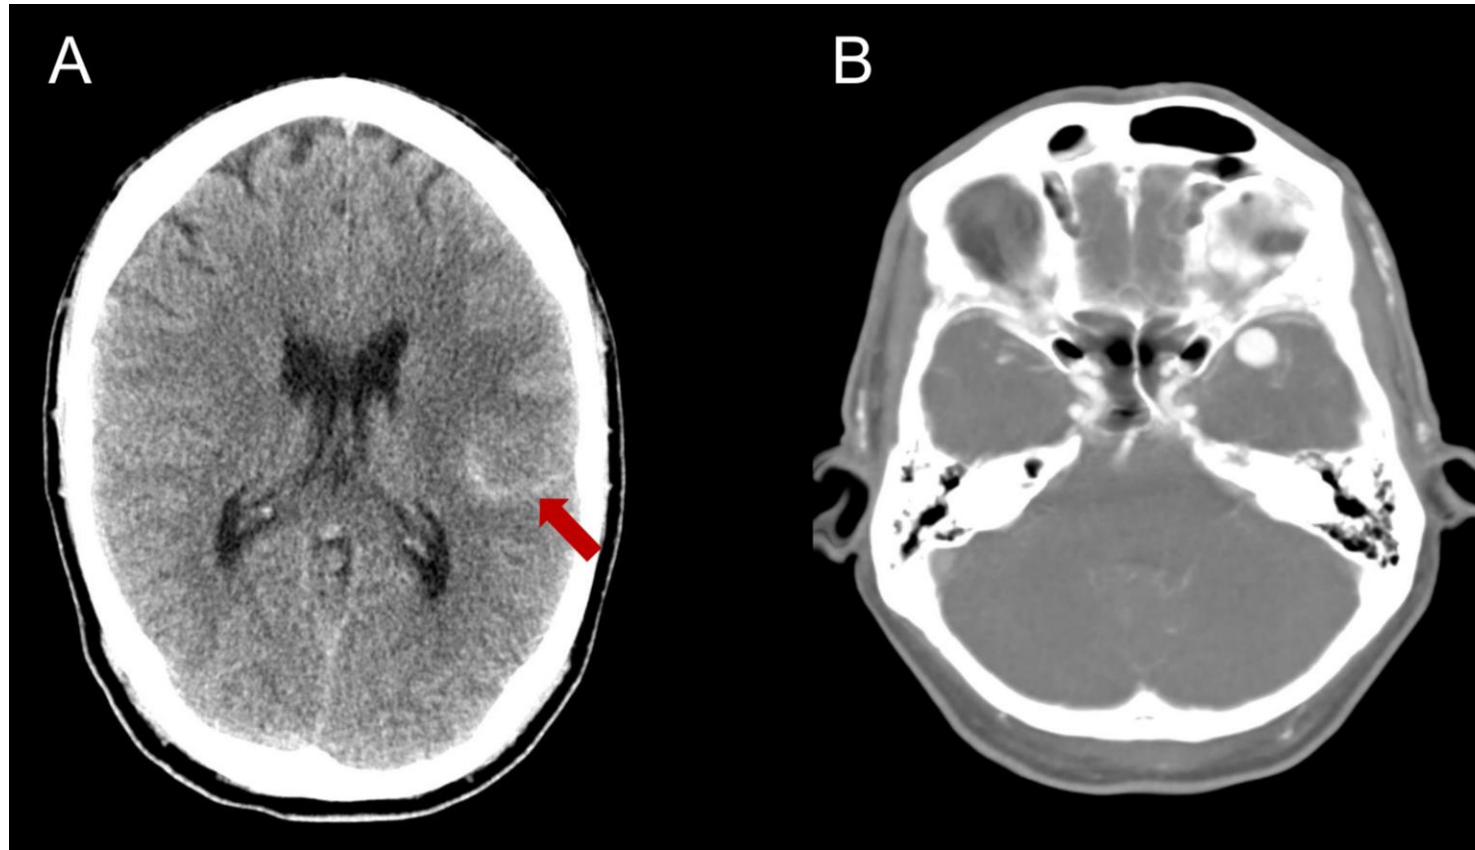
Paciente con crisis hipertensiva y diplopía episódica. TC sin contraste (A) evidencia hemorragia subaracnoidea en los surcos parietales izquierdos (flecha). La angio-TC (B) revela aneurisma de la arteria cerebral media izquierda.
